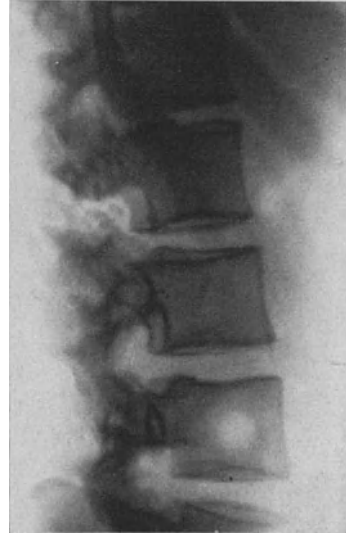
Infanteriedurchschuß durch die Bogenanteile des 2. und 3. Lendenwirbelkörpers mit ausgedehnter Zerfetzung des Markes durch mitgerissene Knochensplitter. Die Knochensplitter sind im Bereich der Schußwunde auf dem Röntgenbild deutlich erkennbar.
